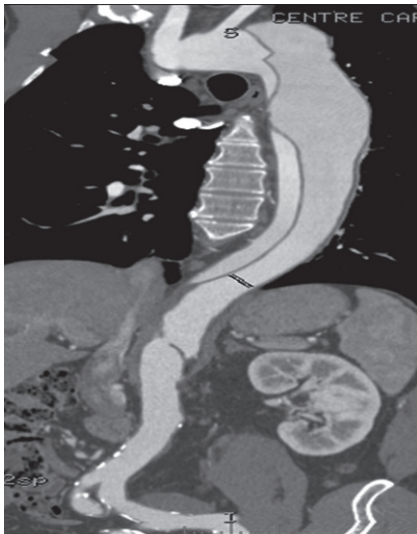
Angio-TDM de l'aorte dans son ensemble en mode MIP qui retrouve une dissection de type B.
